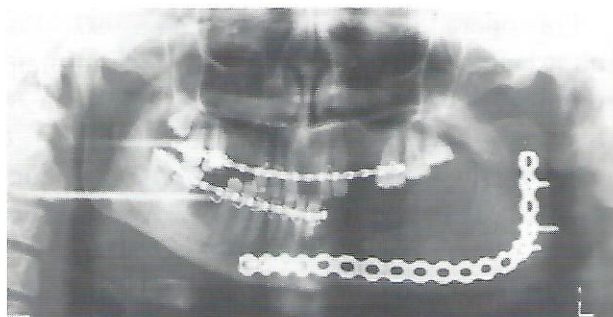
Ortopantomografia após remoção da imobilização intermaxilar.
